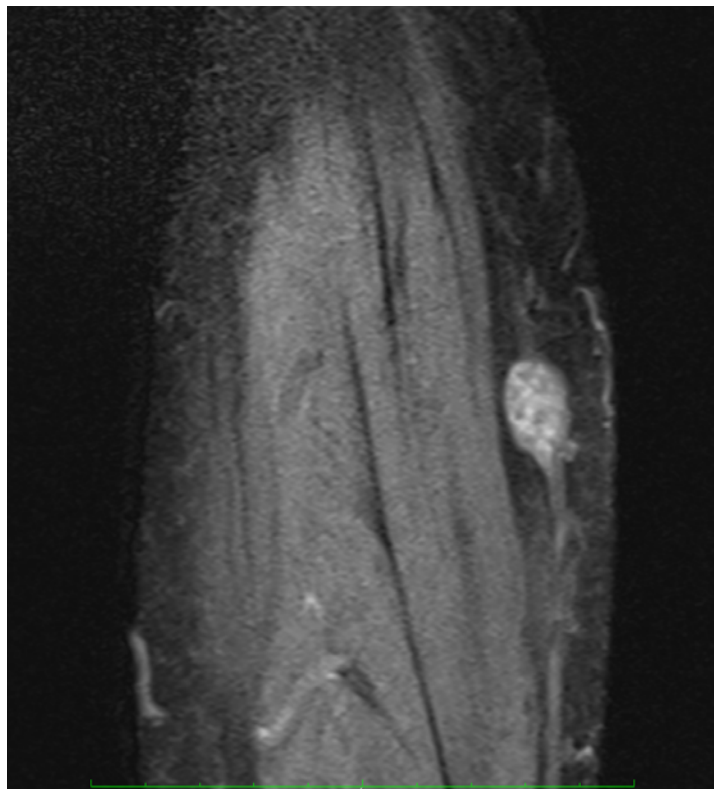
Ressonância magnética da veia safena parva esquerda no plano sagital ponderado em T1 com saturação de gordura, pós-contraste
